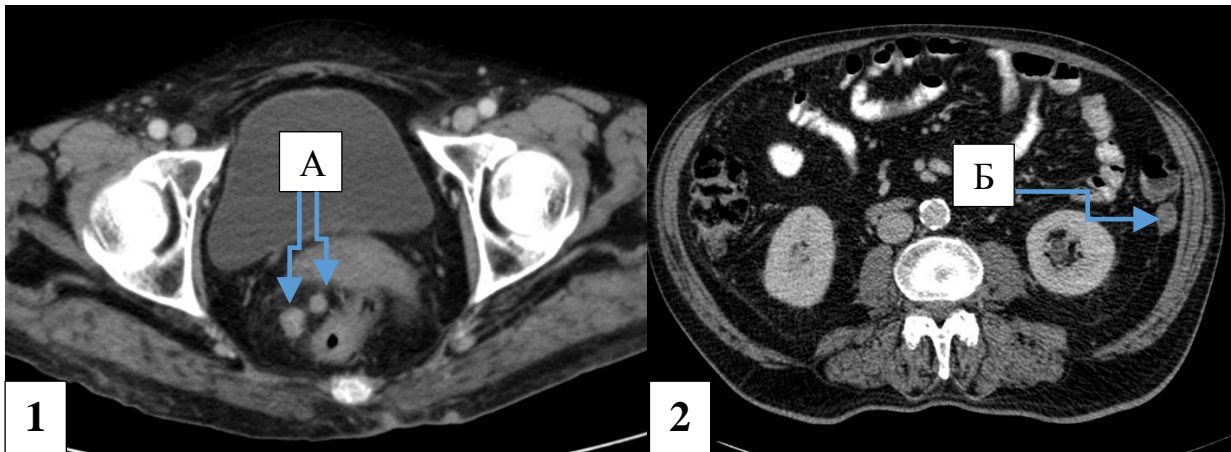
1) Компьютерная томограмма малого таза больной М., 72 лет, и/б №8241-16. Аксиальная проекция: А — карциноматозные узлы в полости малого таза на тазовой брюшине; 2) Компьютерная томограмма брюшной полости больного Т., 77 лет, и/б №482-17: Б — карциноматозный узел на брюшине левого бокового канала в проекции нисходящей ободочной кишки
